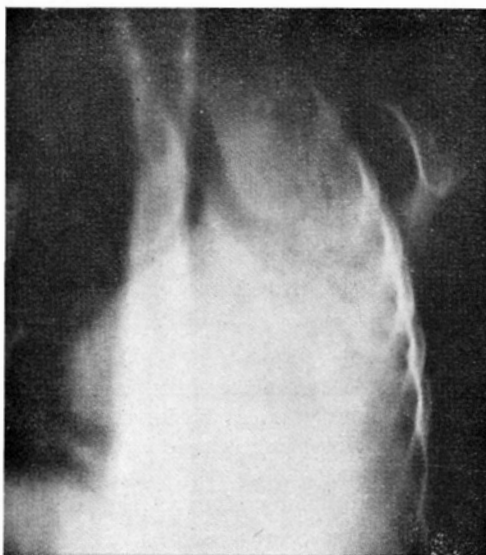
Tomografía en la que además de la visualización tráqueo-brónquica, pueden verse algunas cavidades formadas por los bronquios secundarios
